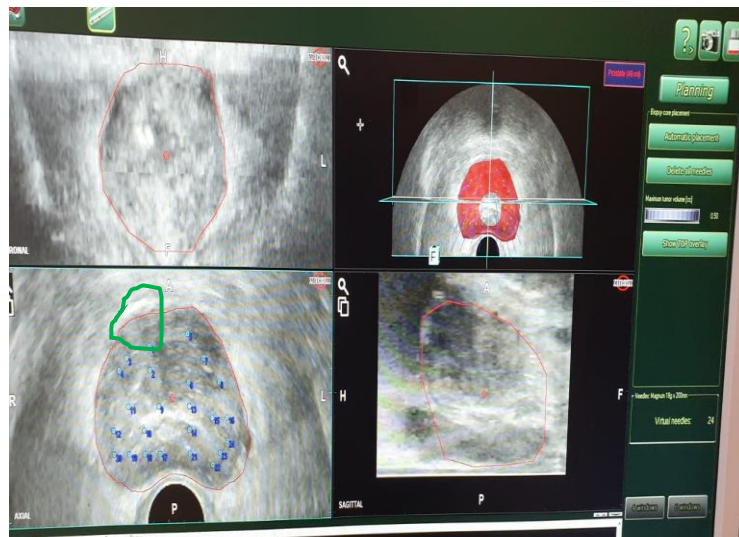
gesamte Bildschirmansicht mit fusioniertem Ultraschall-MRT-Bild mit markierten Stanzen in 3 Ebenen und 3D-Rekonstruktion. Beispiel aus dem Klinikum Leverkusen
